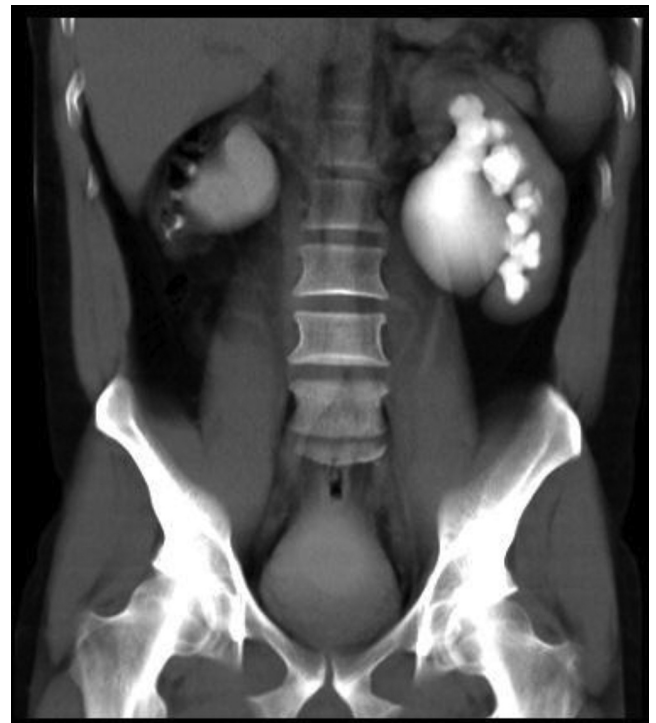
Imagen de urografía excretora por TAC.
